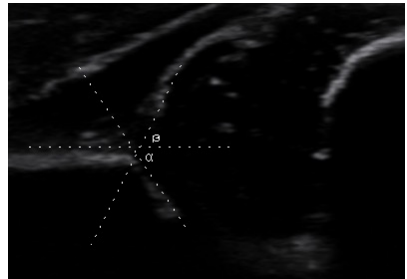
Ecografía de cadera tipo IIb de Graf
